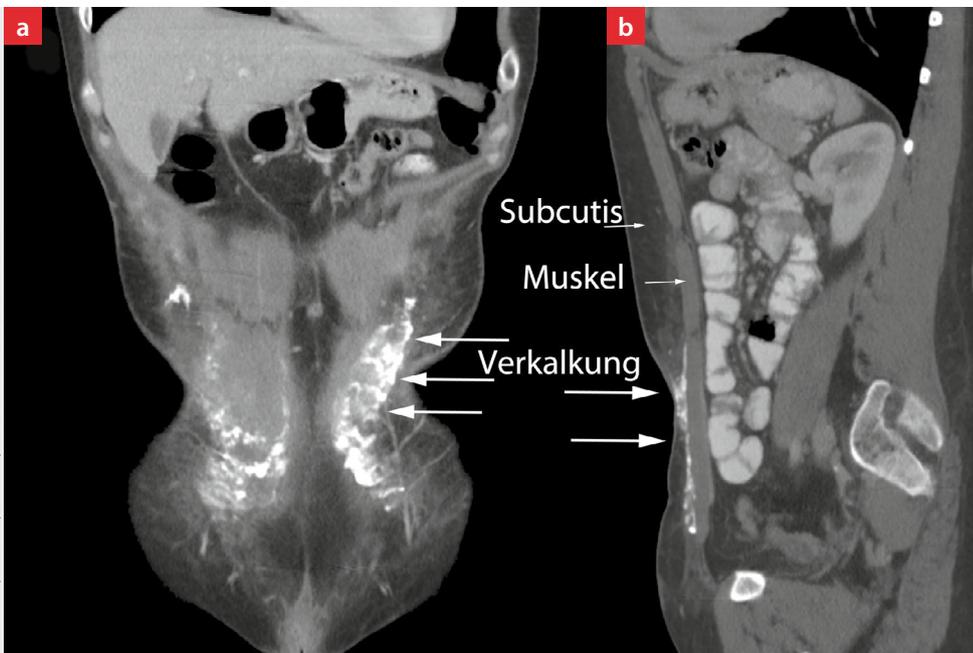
CT-Abdomen koronar (a) und sagittal (b), die Cutis ist hellgrau, etwas dichter als das subkutane Fettgewebe. Der Musculus rectus abdominis ist hellgrau, die multiplen Verkalkungen imponieren röntgendicht weiß. Der Darm ist nach oraler Kontrastierung relativ hell dargestellt, Darmgas und Lunge schwarz.
